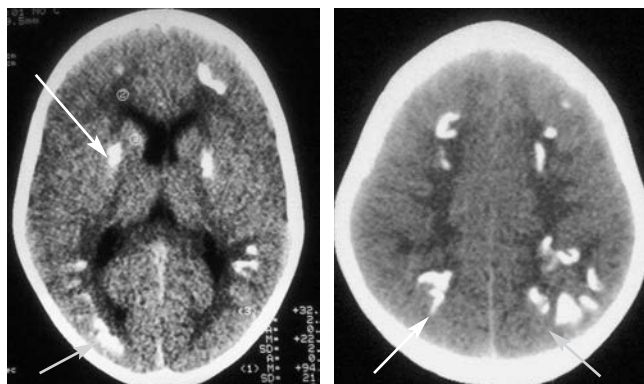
Пациент К. Я., 5 лет. Минерализационная ангиопатия — отдаленное последствие цитомегаловирусного менингоэнцефалита и химиотерапии. КТ (*а, б*). Гиперденсивные изменения обусловленные формированием кальцинатов, преимущественно в субкортикальных отделах белого вещества и лентикюлярных ядрах.
